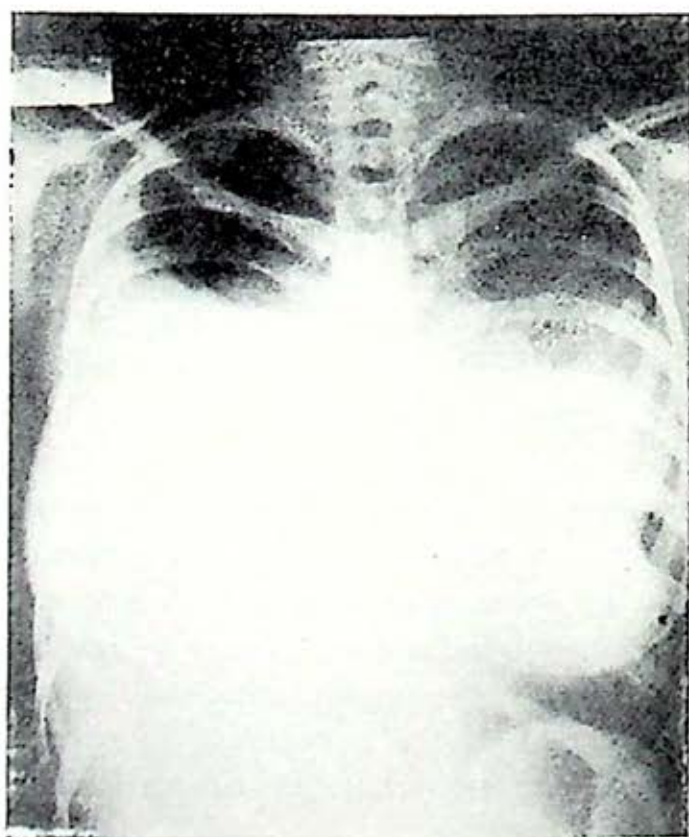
Radiografía de ingreso, se observa la gran masa tumoral que abarca casi todo el hemitórax derecho y desplaza el mediastino hacia la izquierda.
